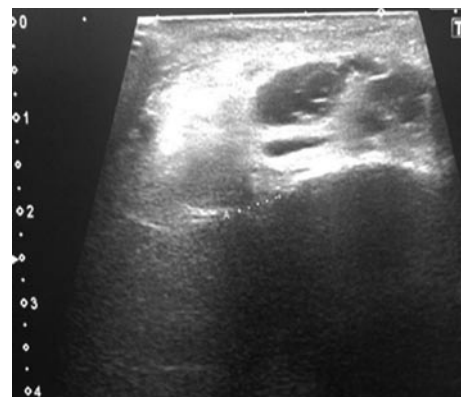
Результат УЗИ большеберцово-малоберцовой связки, разрыв передней порции.
